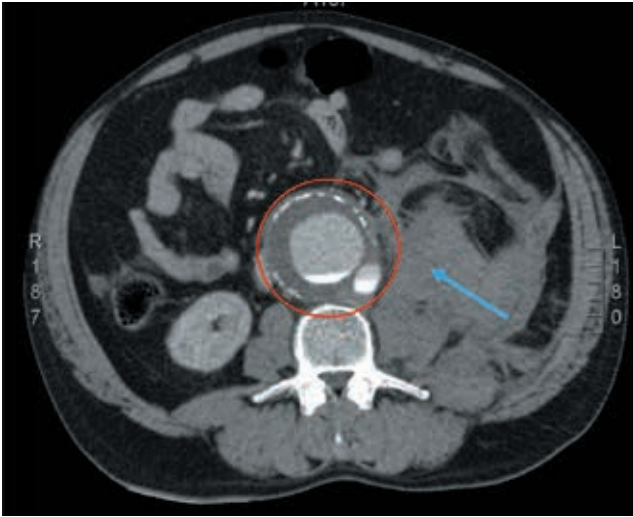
Corte transversal de TC de abdomen con contraste: se observan los mismos hallazgos.
